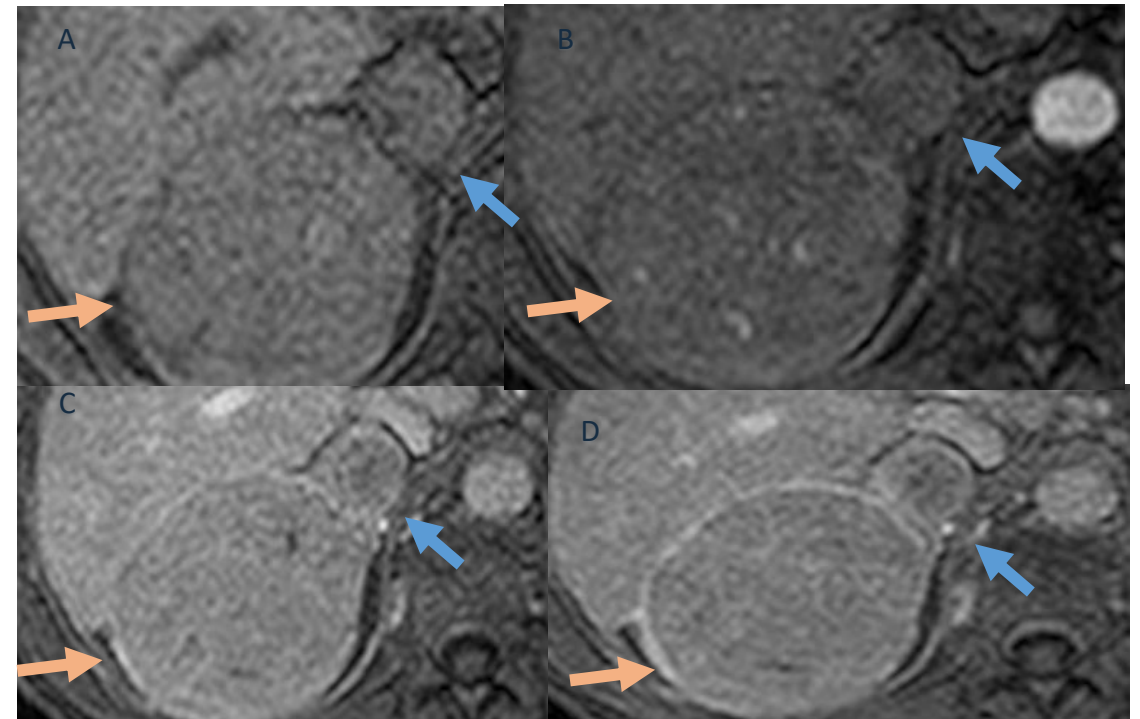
Secuencias de RM sin y tras la administración de gadolinio muestran un CHC exofítico en el segmento VII (flechas naranjas) y una masa redondeada en la glándula suprarrenal derecha, con un realce idéntico (flechas azules), en relación con metástasis
